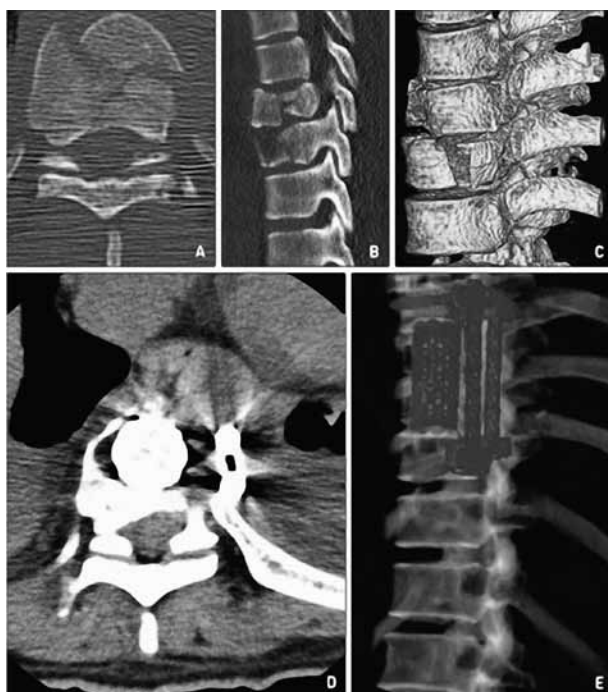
б. Компьютерная томография пациента Д., 55 лет
